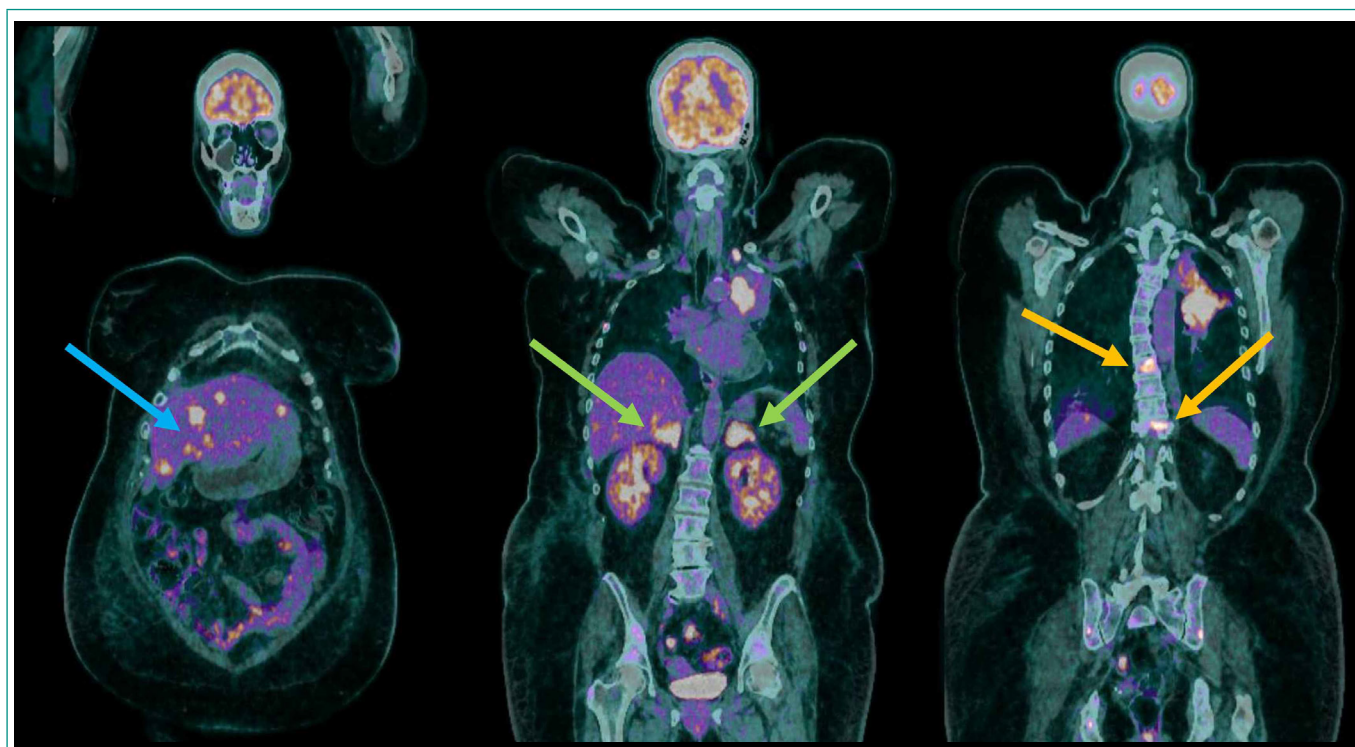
Cortes coronales de PET-TC: lesiones hepáticas en el parénquima (imagen izquierda; flecha azul), lesiones adrenales bilaterales (imagen central; flechas verdes) y lesiones óseas líticas (imagen derecha; flechas naranjas) sugestivas de compromiso metastásico.
